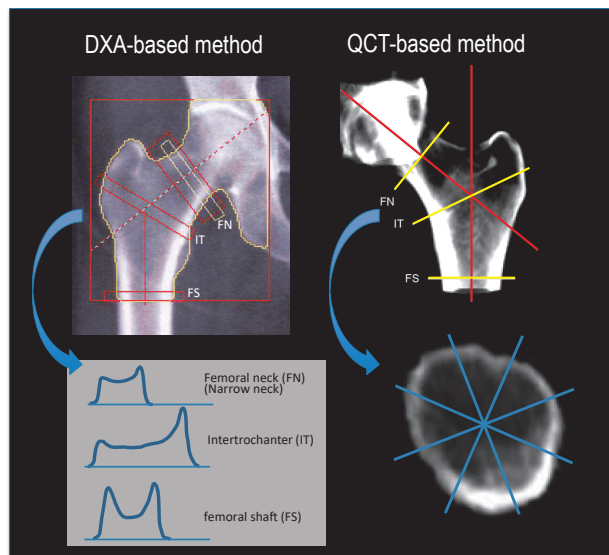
基于CT和DXA的股骨近端部的强度解析(HSA)
